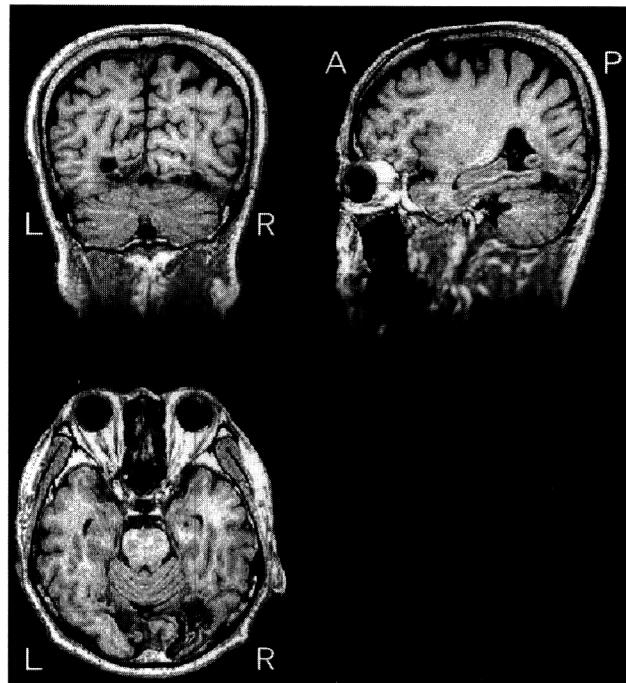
大脳性色覚異常症例のMRI。T1強調画像にて両側後頭葉底部に低信号領域を認める。
